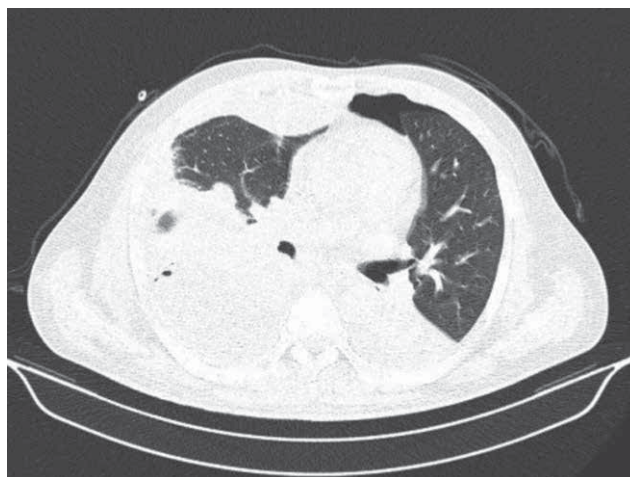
Отрицательная динамика по эмпиеме плевры по данным МСКТ органов грудной клетки на 7-е сутки после гастрэктомии
